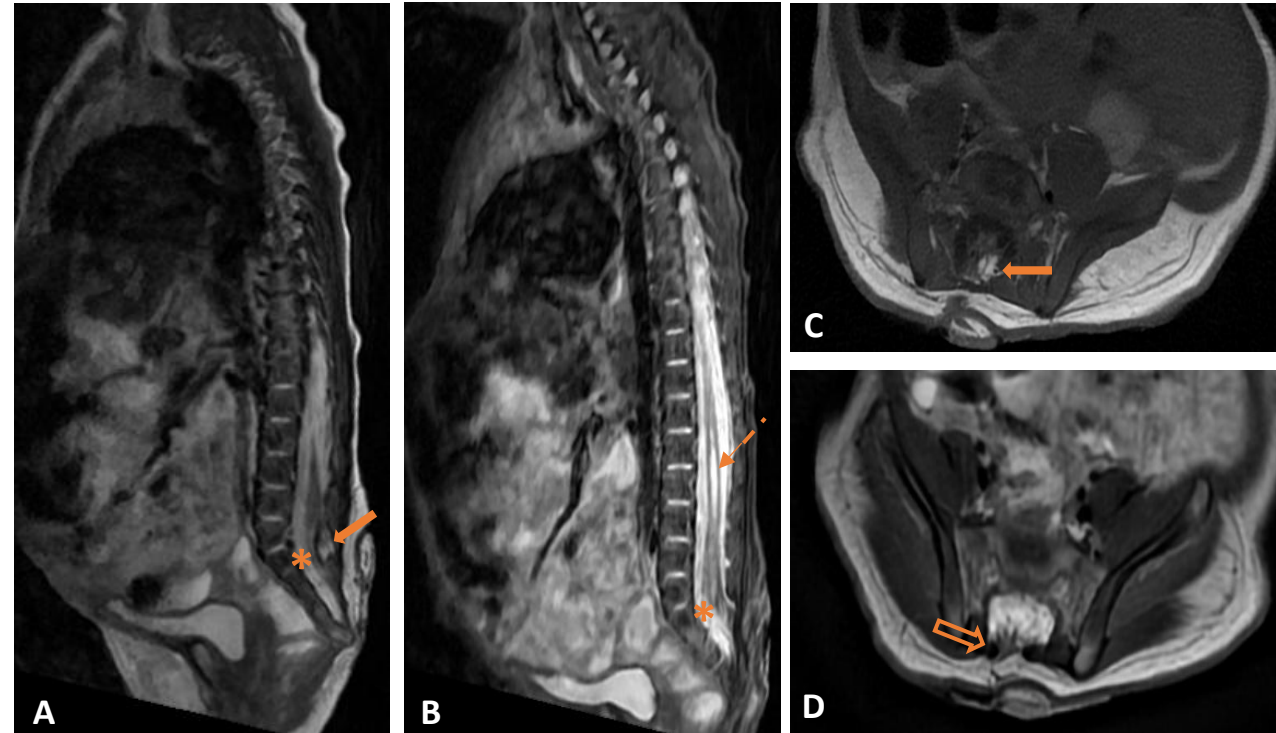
RM en plano sagital ponderada en T1 (A) y en T2 (B), y en plano axial T1 (C) y T2 (D) de un recién nacido con apéndice lumbar. Defecto de cierre posterior a nivel de transición lumbosacra con lipoma que se extiende al interior del saco dural (flechas sólidas) y ocasiona anclaje del cono medular en S2 (asteriscos). Se observa la interfase placoda-lipoma dentro del canal espinal, con ligera extensión del tejido neural hacia los planos subcutáneos (flecha vacía), hallazgos compatibles con lipomieloceles. Asocia una cavidadiringomiélica desde T10 hasta L3 (flecha discontinua).
